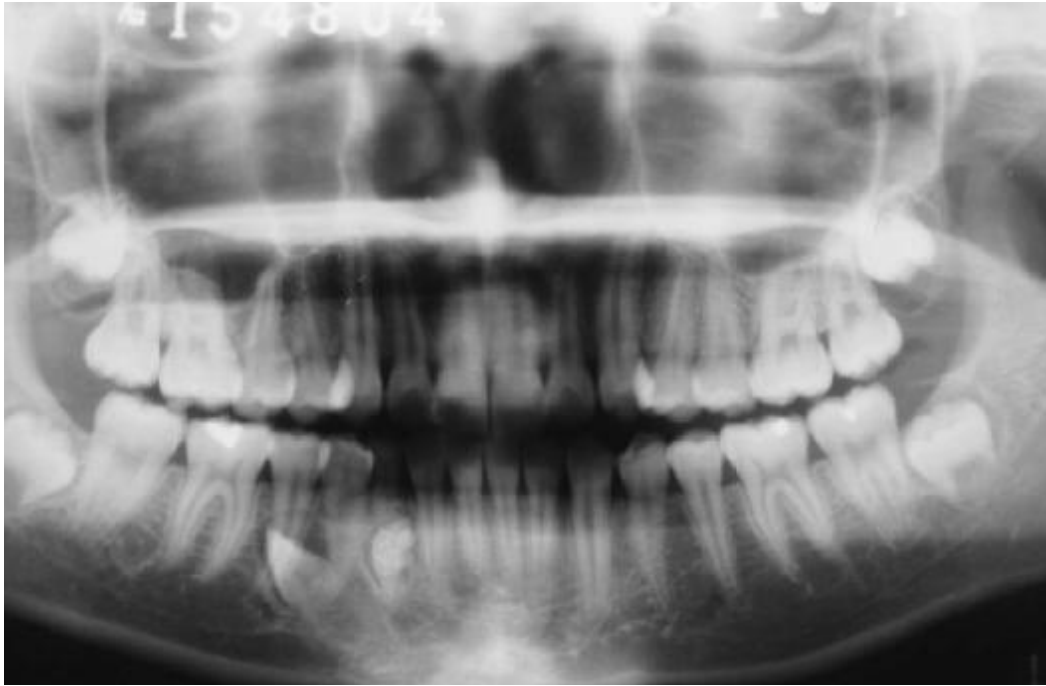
Panoramic radiograph at the initial examination reveals an ectopically erupted mandibular canine. ۱۰ کانین به شدت نهفته در ۹ بیمار (با سن متوسط ۱۴/۸ سال) در این مطالعه گنجانده شدند. فضای مزبودیستال دریافت کننده دندان کانین توسط ارتودنسی ایجاد شد و ساکت آن با استفاده از دریل‌های ایمپلنت‌دندانی تهیه شد. در پی ترانسپلانتاسیون، دیفکت‌های استخوانی با استفاده از رژنراسیون استخوانی هدایت شونده گرفت شدند. با ارتودنسی دندان‌ها هم‌تراز شدند و اکلوزن تنظیم شد.
